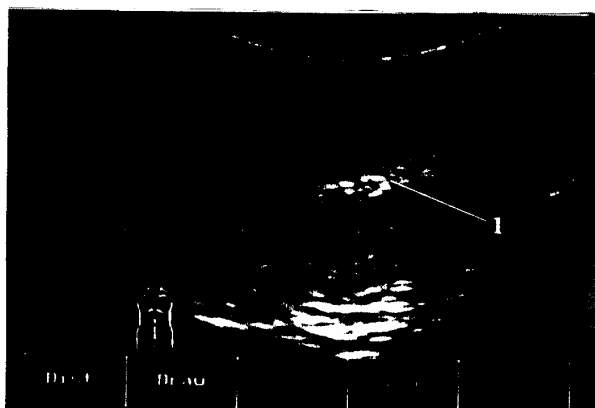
УЗ-томограмма яичка в продольной плоскости: средостение яичка
